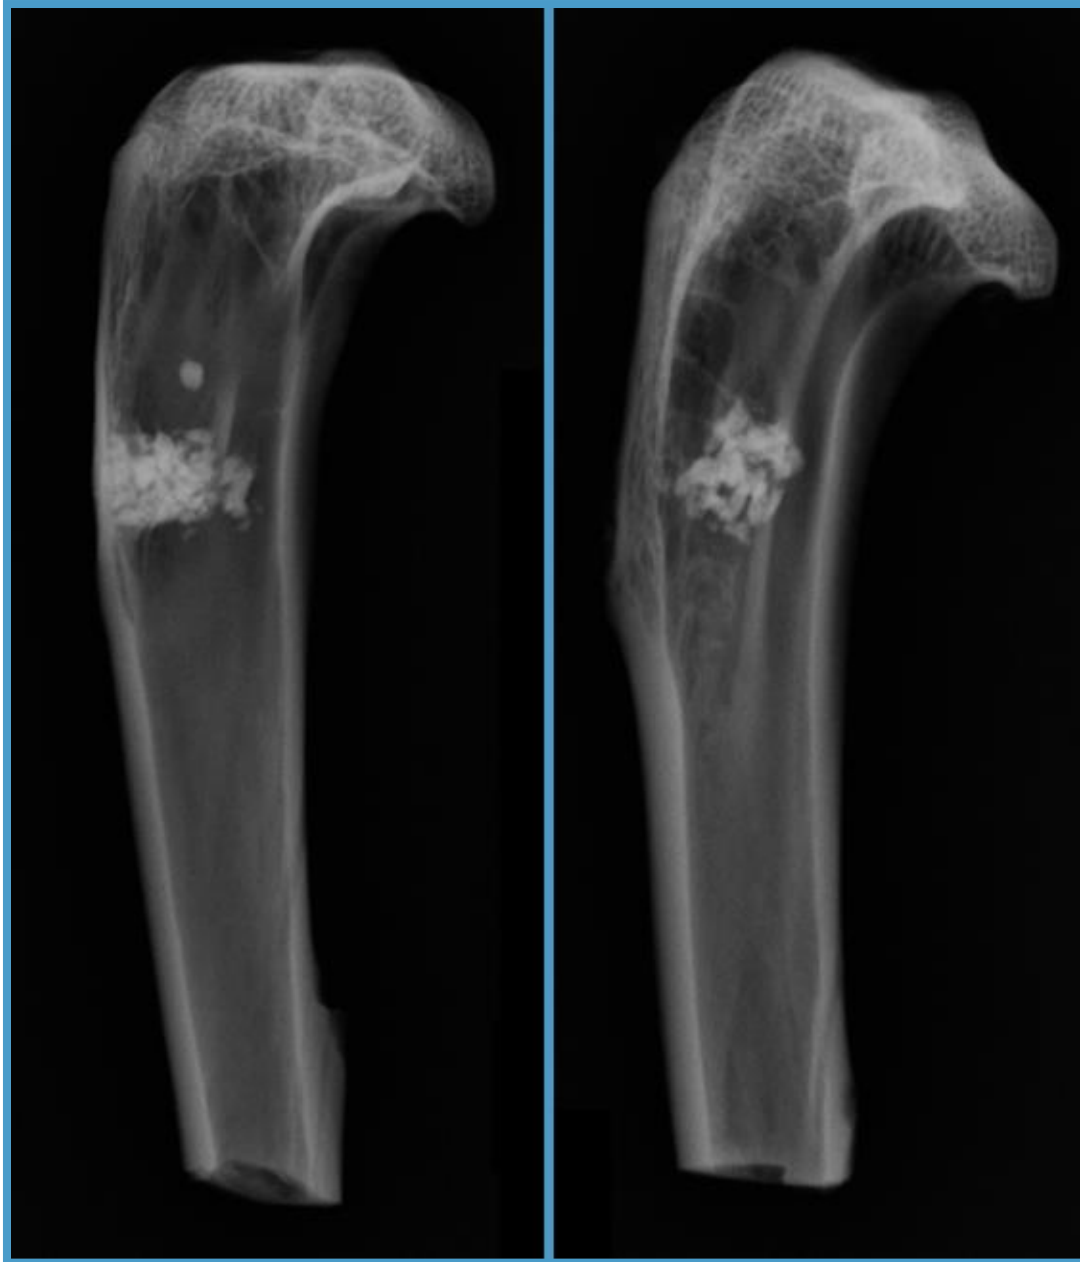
Grupo IV. Radiografías simples laterales de tibia mostrando la situación del material implantado tras una evolución de 7 meses.
